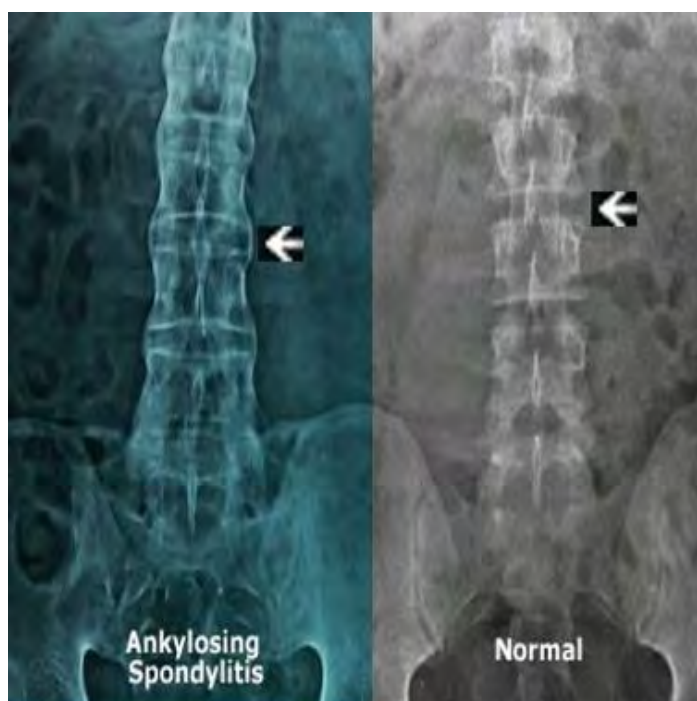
Результаты рентгеновского исследования при болезни Бехтерева в сопоставлении с нормой (Источник: https://probolezny.ru/media/bolezny/bolezn-behtereva/ankiloziruyushiy-spondiloartrit-i-zdorovyy-pozvonochnik-na-rentgenogramme_s.jpg)
